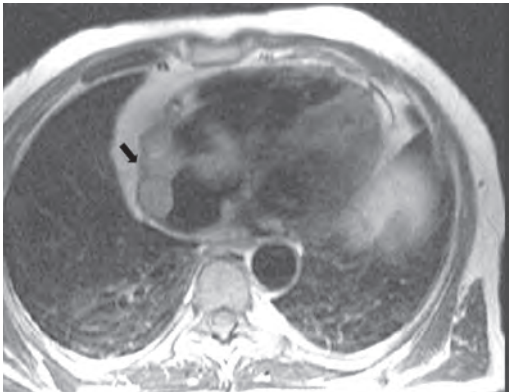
Магнитно-резонансная томография при ангиосаркоме правого предсердия (поперечный срез; опухоль указана стрелкой).
